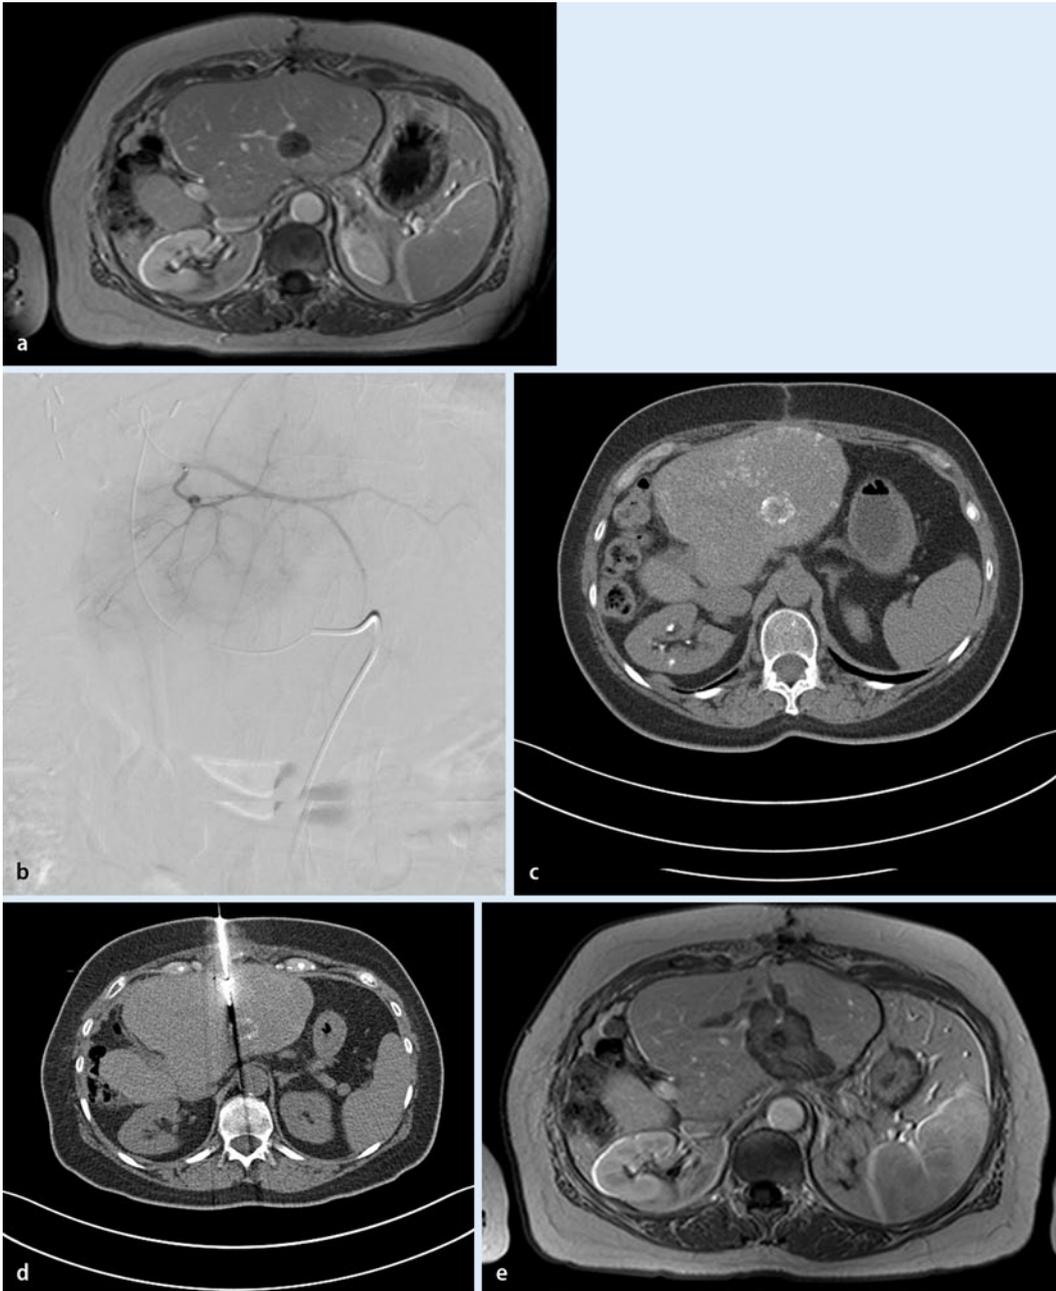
◀ Fallbericht 1, a kontrastmittelverstärkte Gradientenechosequenz (TR/TE 500/17), hypointense Darstellung der Raumforderung, b angiografisches Bild nach selektiver Sondierung der A. hepatica sinistra, c native Low-Dose-CT mit Verifikation der lipiodolbasierten Kontrastierung und Uptake der Metastase (ringförmiges Lipiodolenhancement), d interventionelle CT mit Dokumentation der Mikrowellenablationsantenne auf dem Weg zur intraläsionalen Positionierung, e 24-h-Kontrollaufnahme, kontrastmittelverstärkte MRT, Gradientenechosequenz (TR/TE 500/17), Dokumentation der thermischen Ablationszone, konfluierend, 22×30 mm messend, hypointense Darstellung mit kompletter Devaskularisation mit noch perfundierten intrahepatischen Restportaderstrukturen, TSE Turbo-spinecho, TE „time echo“, TR „repetition time“, weitere Erläuterungen s. Text
